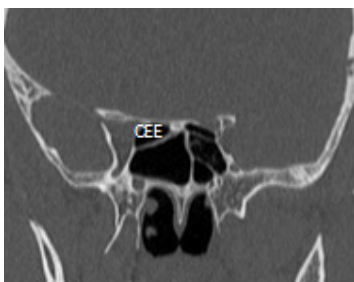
Corte coronal de TC revelando célula esfenoetmoidal (CEE) direita (janela óssea).
